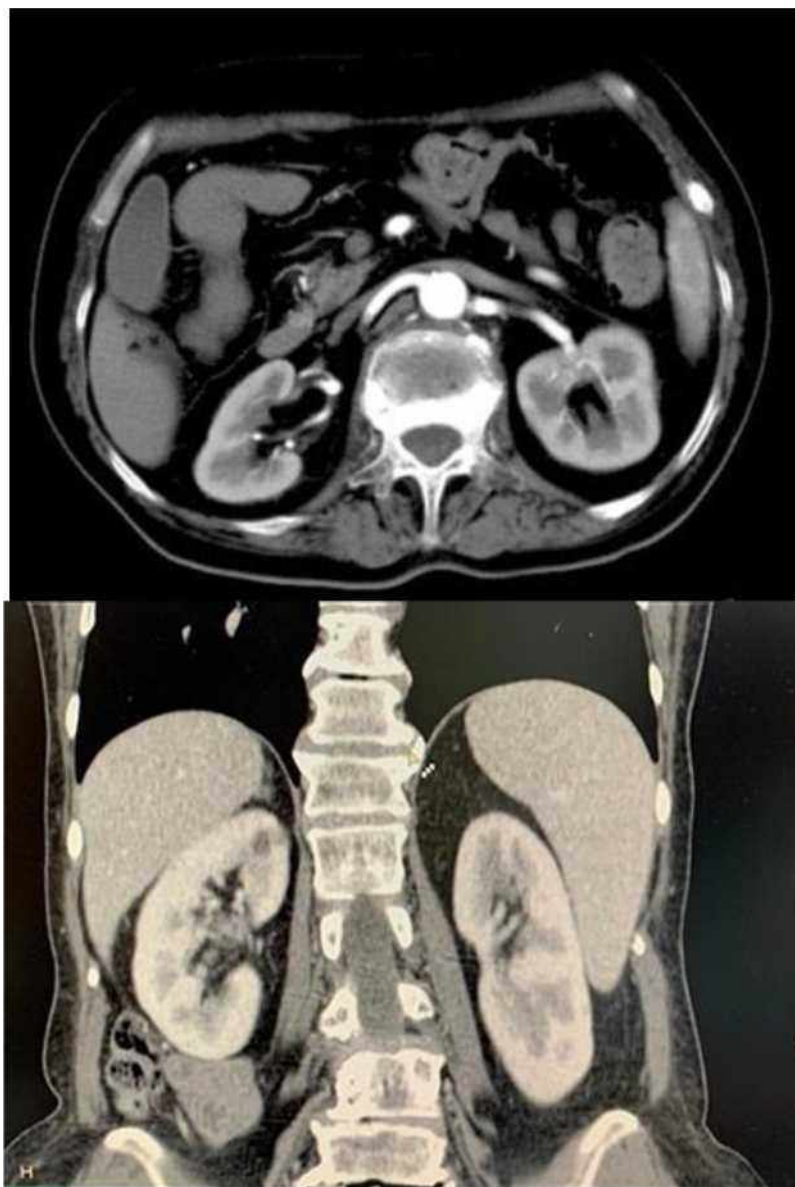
Компьютерная томография [5,7].
